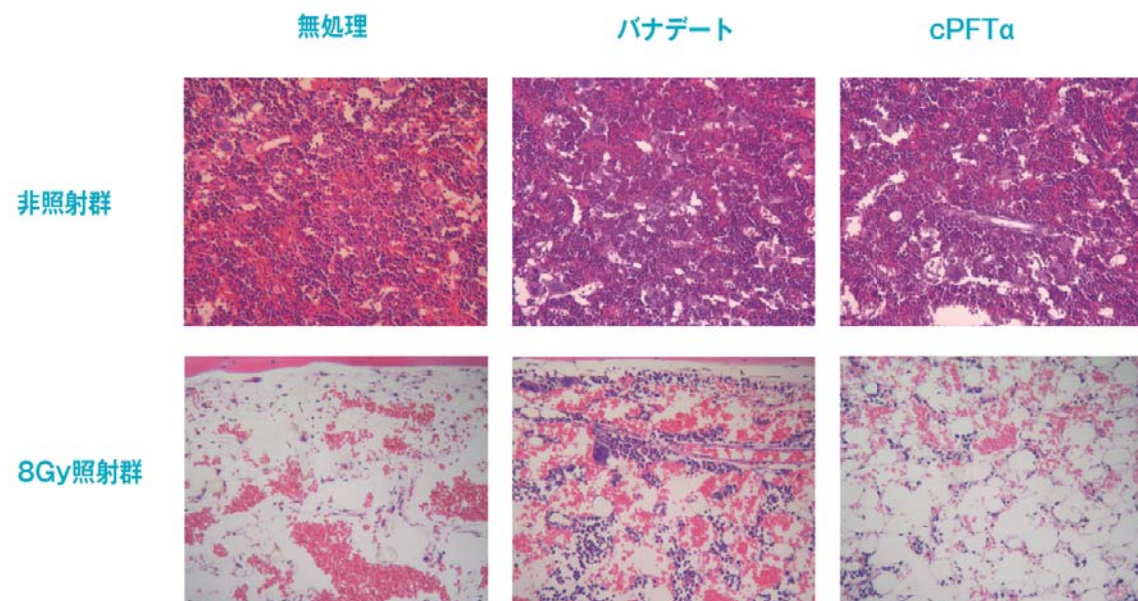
バナデート投与群の方が無処理群、cPFT $\alpha$ 投与群に比べX線照射後に生き残った細胞が多い
